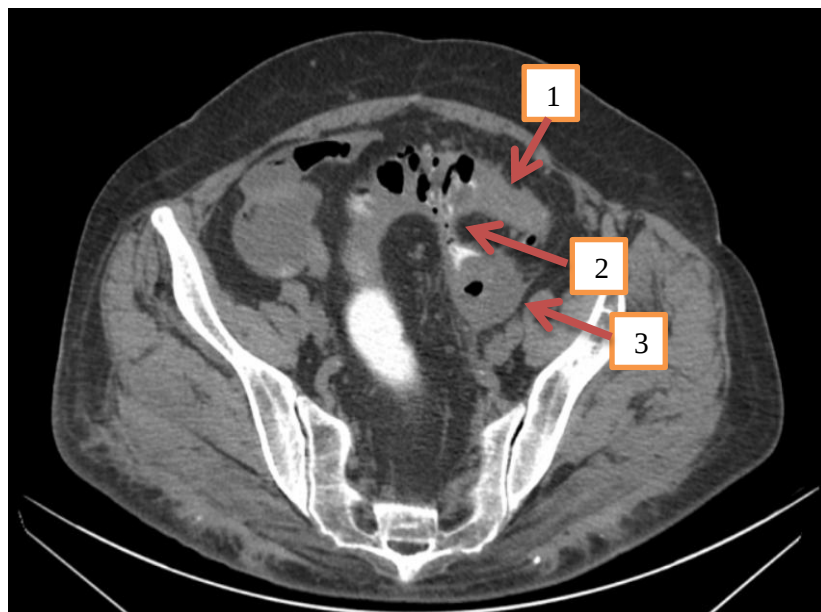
КТ-колонография, аксиальное изображение сигмовидной кишки над уровнем входа в малый таз. Пациент А., 78 лет. Картина дивертикулярной болезни, измененного сегмента сигмовидной кишки в виде утолщения кишечной стенки с сужением просвета – стрелка 1, контрастное вещество попадает из сигмовидной кишки через свищевой ход в полость левого яичника (сигмо-яичниковый свищ) – стрелка 2, левый яичник – стрелка 3.
